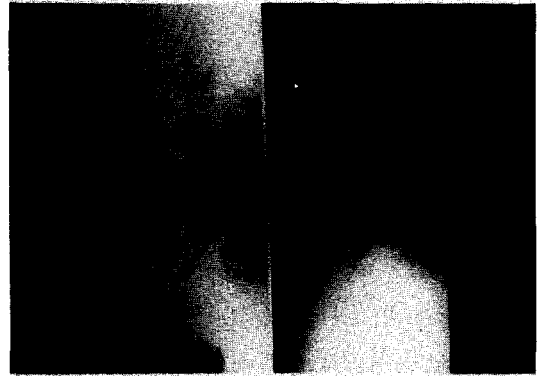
Postoperative roentgenogram of the case 2.
